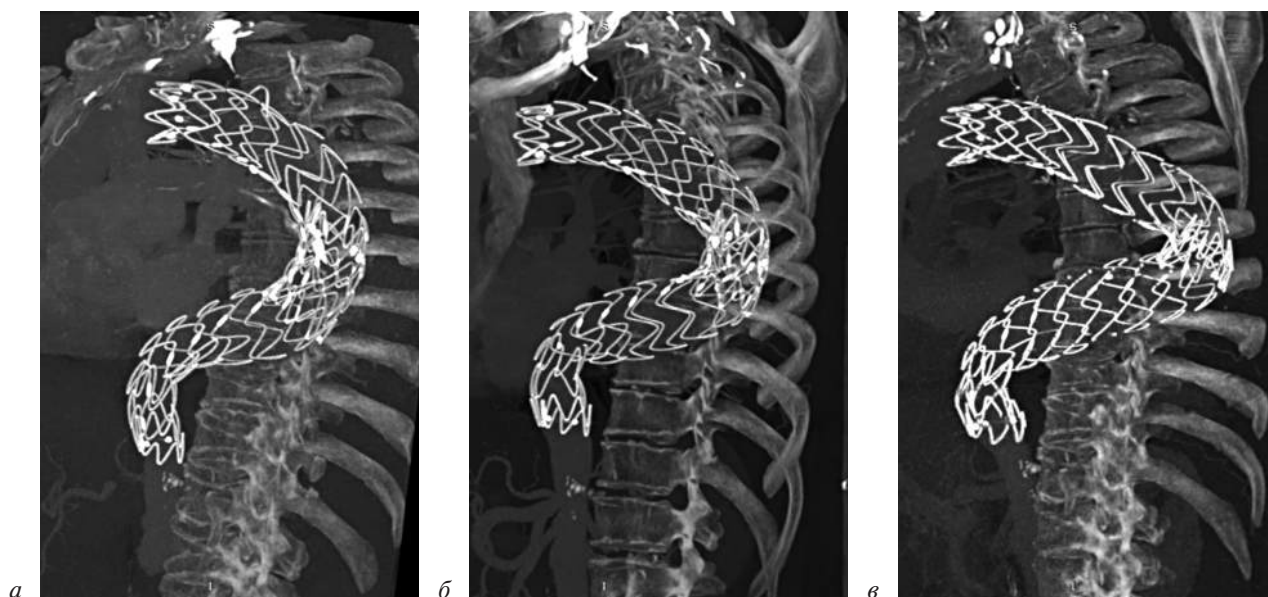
Клинический пример расхождения модулей стент-графтов: контрольная МСКТ-аортография через 1 год (а), 2 года (б) и 3 года (в) после операции TEVAR
